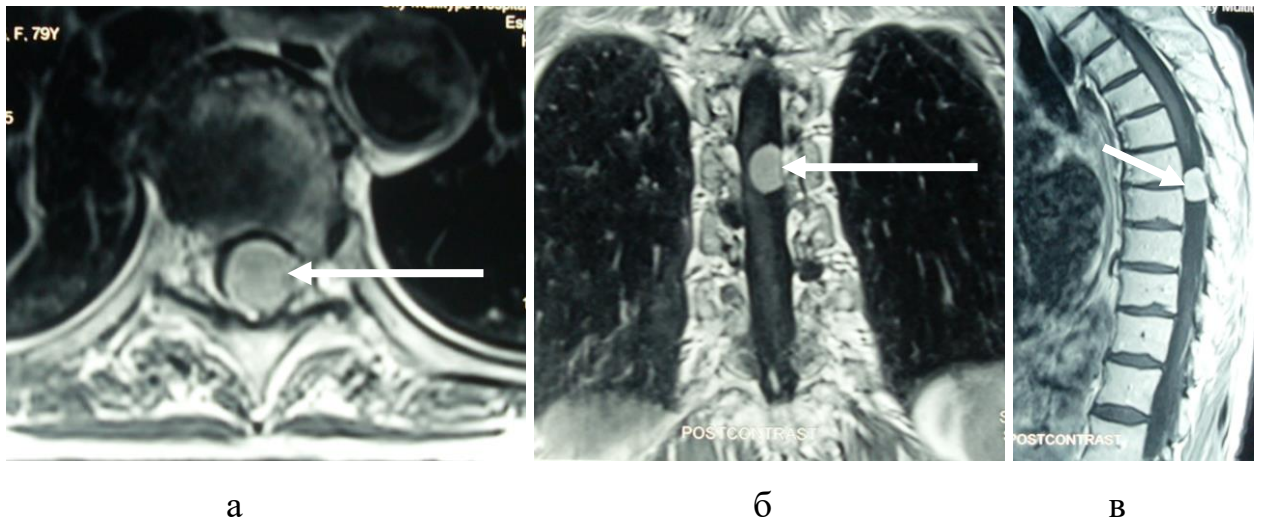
МР-томограммы (Т1 ВИ с контрастным усилением) пациентки (история болезни № 18480/2018) с менингиомой на уровне Th6-Th7 позвонков перед операцией в аксиальной (а), фронтальной (б) и сагиттальной (в) проекциях. Определяется объемное образование (менингиома, указана стрелкой) на уровне Th7-Th7 позвонков
